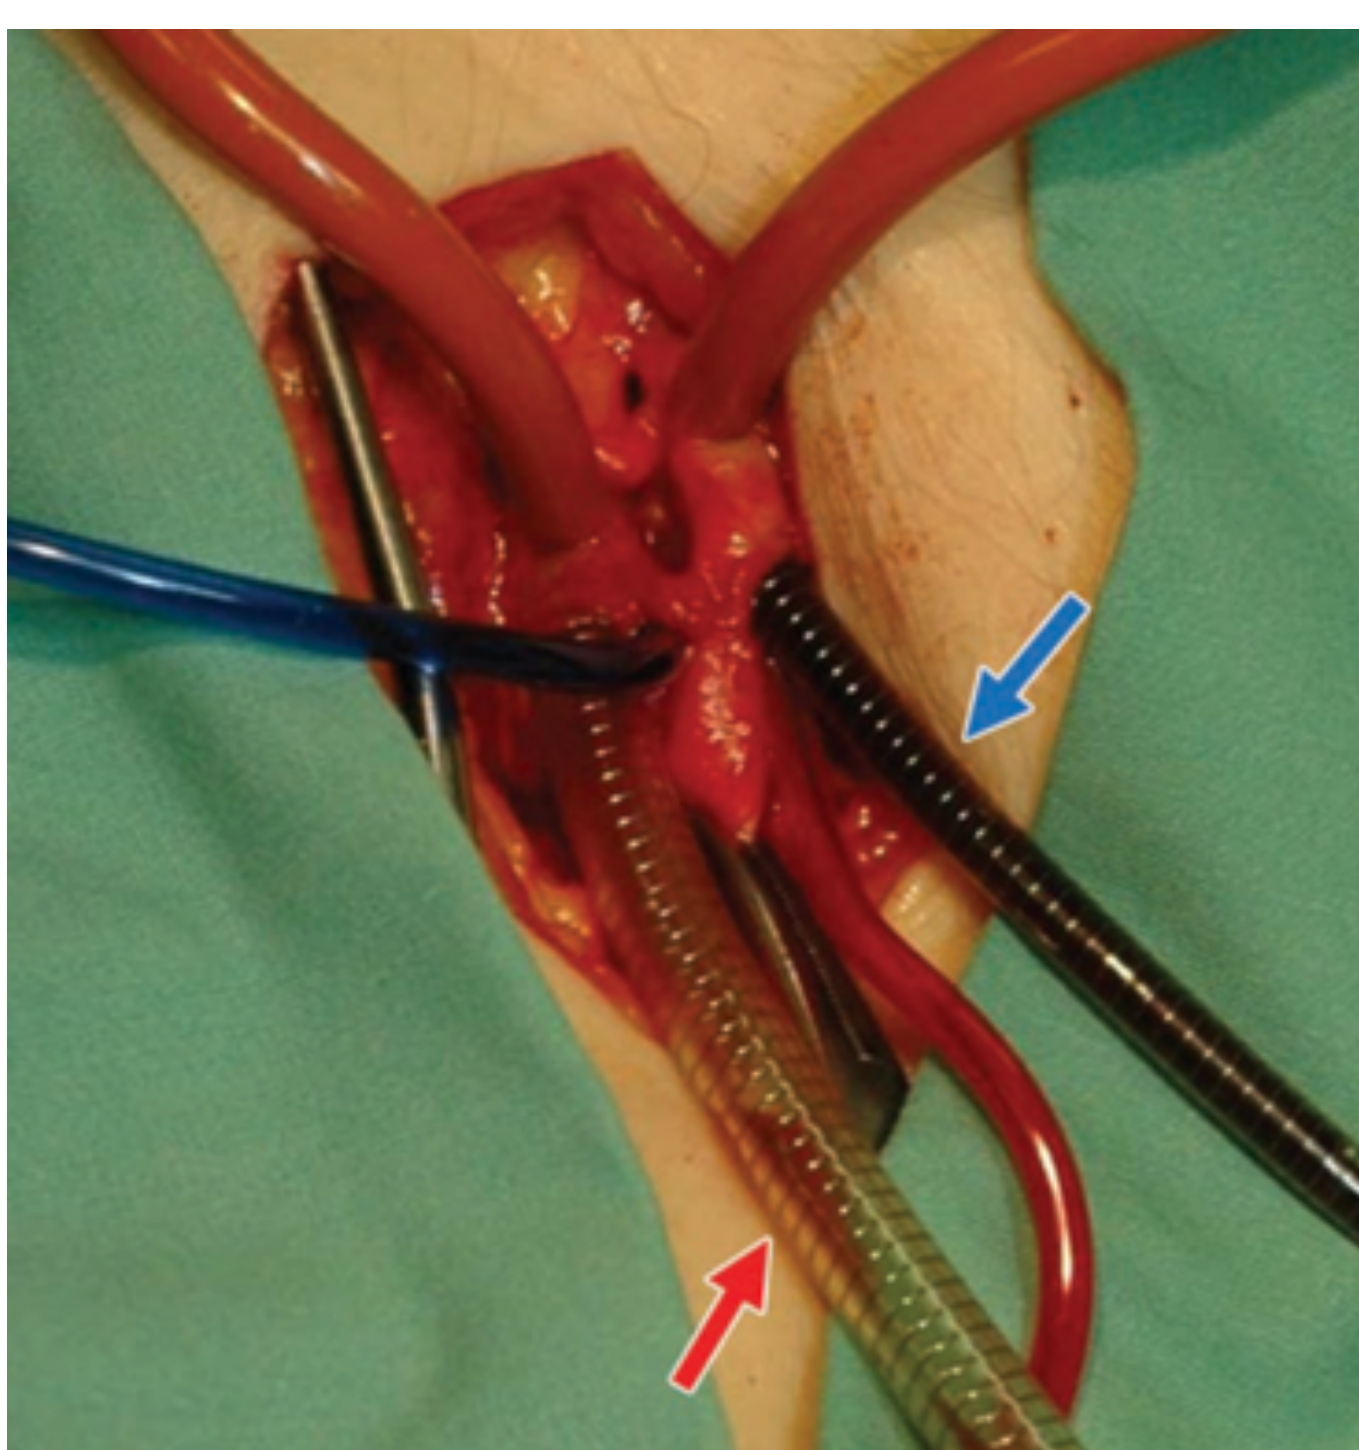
Referencia: Ross et al. (2008). *Postmortem Whole-Body CT Angiography: Evaluation of Two Contrast Media Solutions. American Journal of Roentgenology, 190(5), 1380–1389.*
